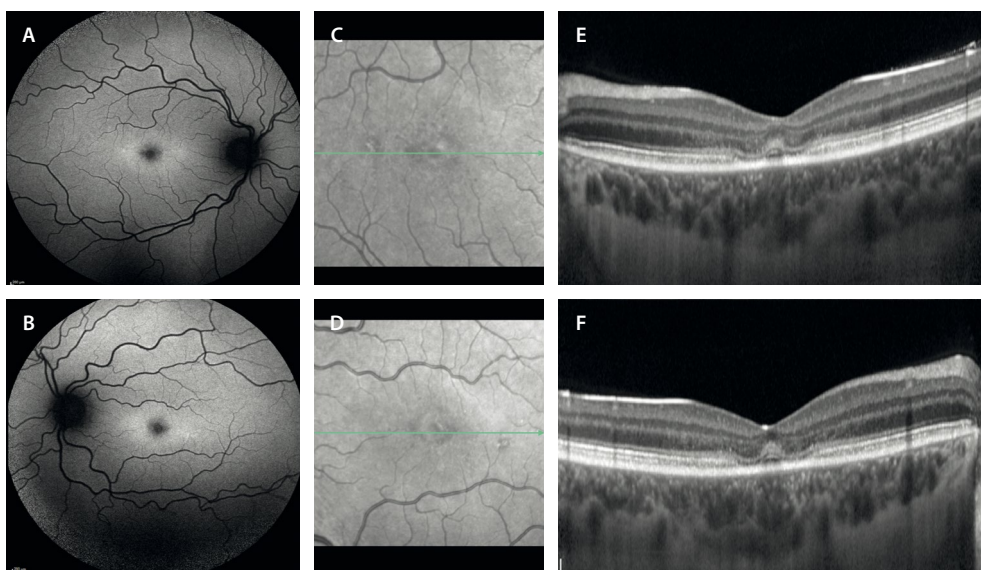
Distrofia progresiva de conos. A y B) La autofluorescencia muestra una leve hipofluorescencia foveal con un anillo de hiperfluorescencia marcado. C y D) La imagen cercana a infrarrojo muestra una tenue hiporreflectividad en el anillo perifoveal. E y F) En la tomografía de coherencia óptica se aprecia la característica imagen en «platillo volante» por la atenuación de la zona de elipsoides e interdigitación del epitelio pigmentario de la retina con respecto foveal.
